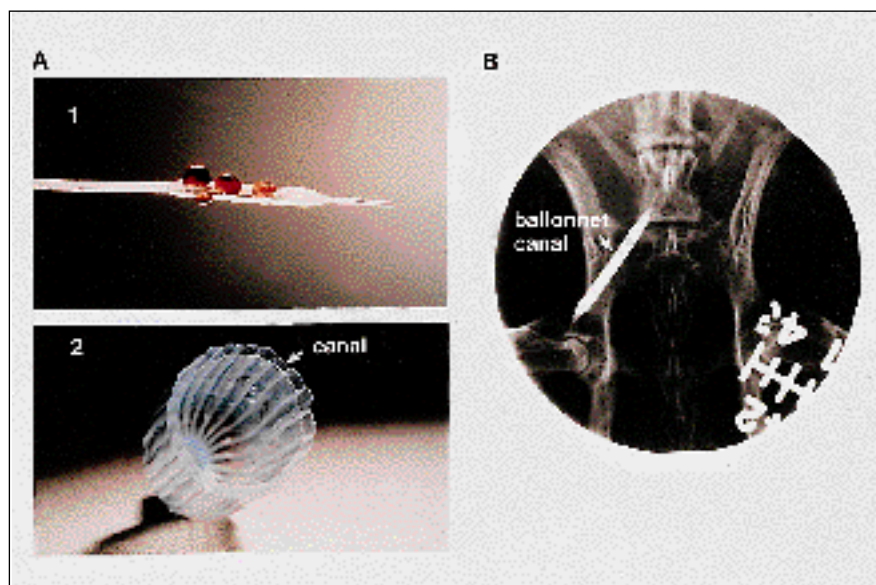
Les cathéters de délivrance locale : exemple du cathéter à ballonnet recouvert de canaux perforés. (A). Le ballonnet d'angioplastie est recouvert de canaux (canal) longitudinaux perforés dont la lumière est indépendante de celle du ballonnet. Il est donc possible, lors de l'angioplastie, d'instiller la solution de transfert (gouttes rouges) sous une faible pression peu traumatique pour la paroi. (B). Radiographie du ballonnet (ballonnet-canal) gonflé dans l'artère iliaque de lapin lors du transfert du gène codant pour la β -galactosidase par un vecteur adénoviral. (D'après Feldman et al. [21], avec la permission des auteurs.)
